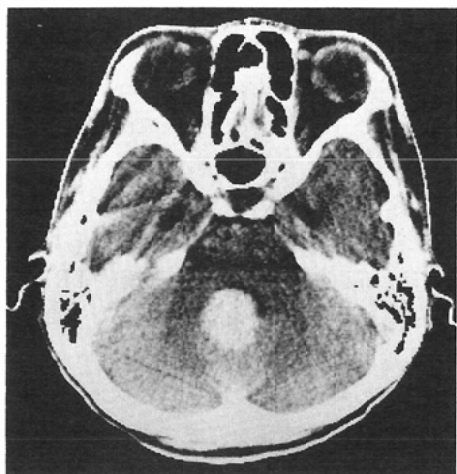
Post contrast CT scan shows a homogeneously enhancing mass in the vermis and edema in the pons.
